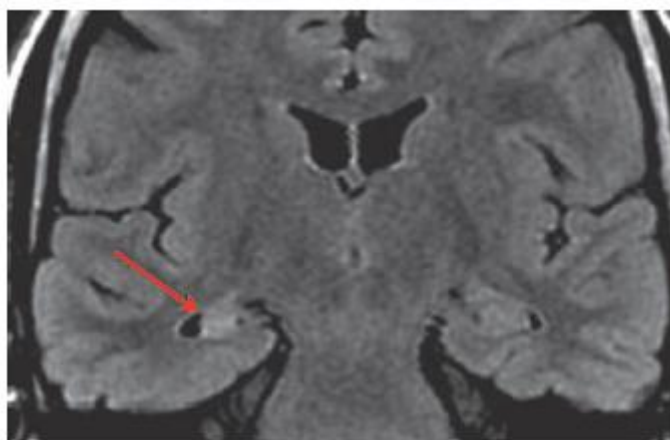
IRM cérébrale en coupe coronale et séquence FLAIR montrant une atrophie associée à une sclérose (hyper signal) de l'hippocampe droit (flèche rouge)(24).
